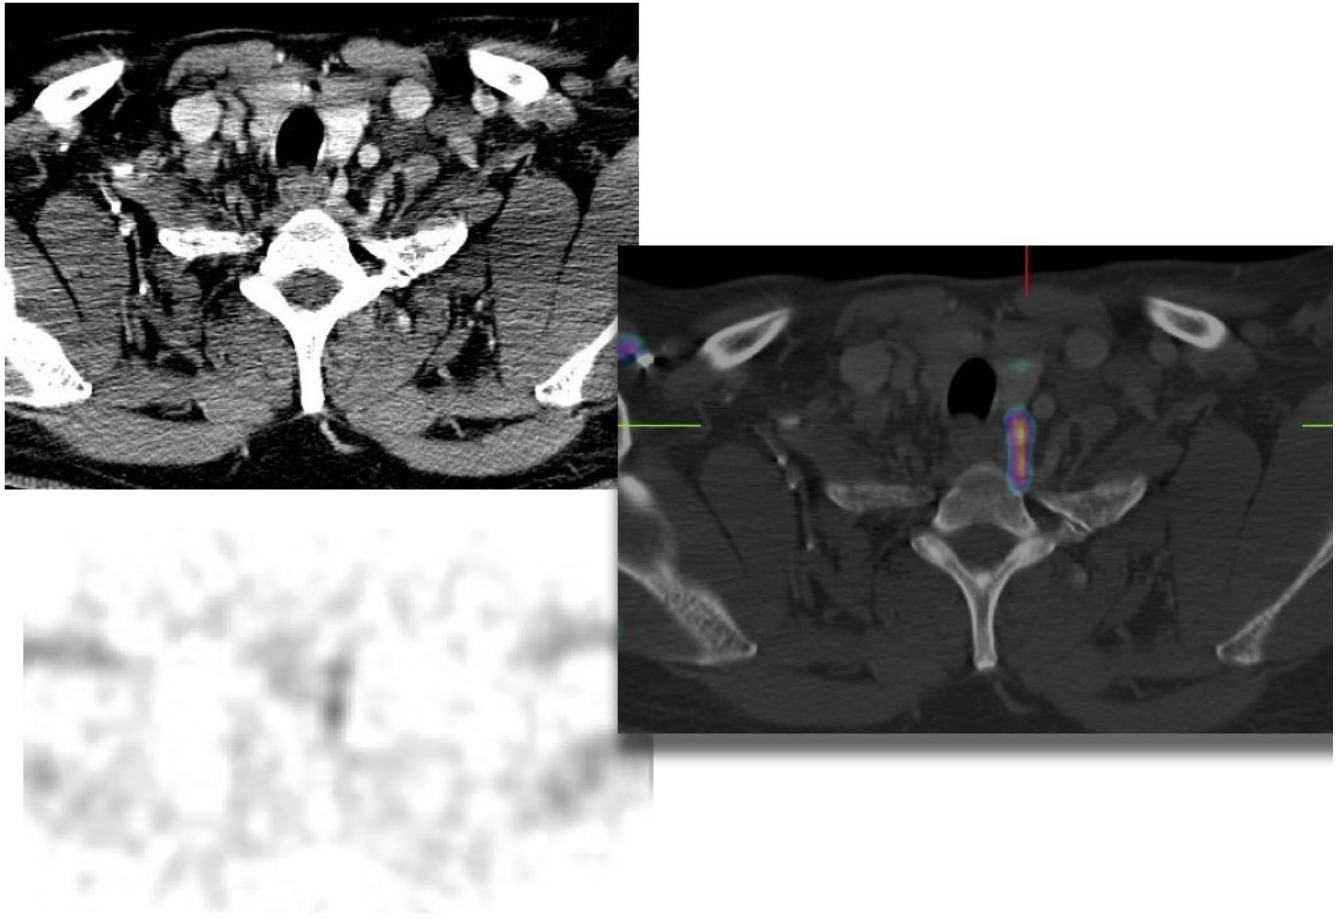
TC, SPECT e imagen fusionada de un adenoma paratiroideo.
